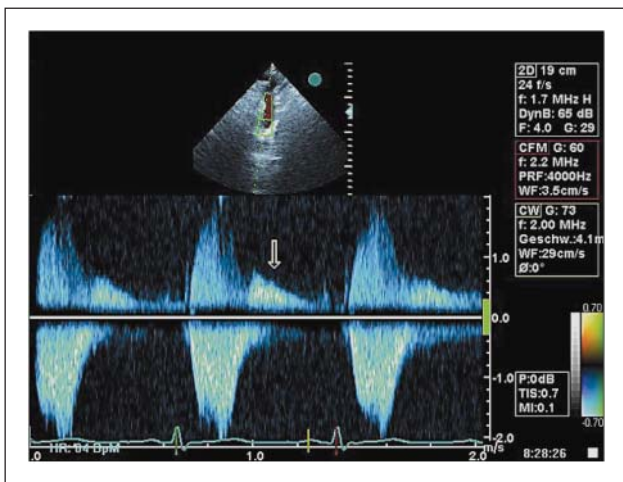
Suprasternale CW-Dopplerregistrierung des systolischen und diastolischen Flusses der Aorta descendens
